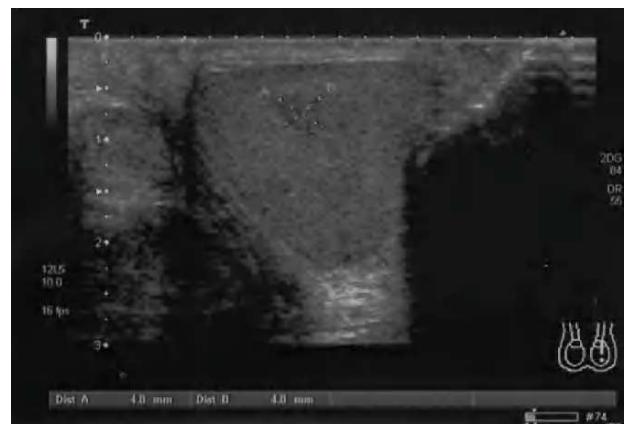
Ecografia no testículo esquerdo: formação nodular com 5 mm.
